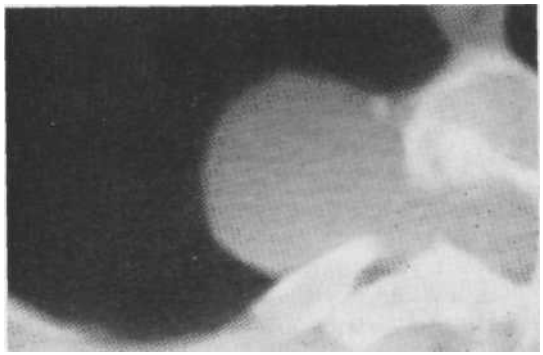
Компьютерная томограмма. Нейрогенная опухоль заднего средостения, исходящая из оболочек спинного мозга.
